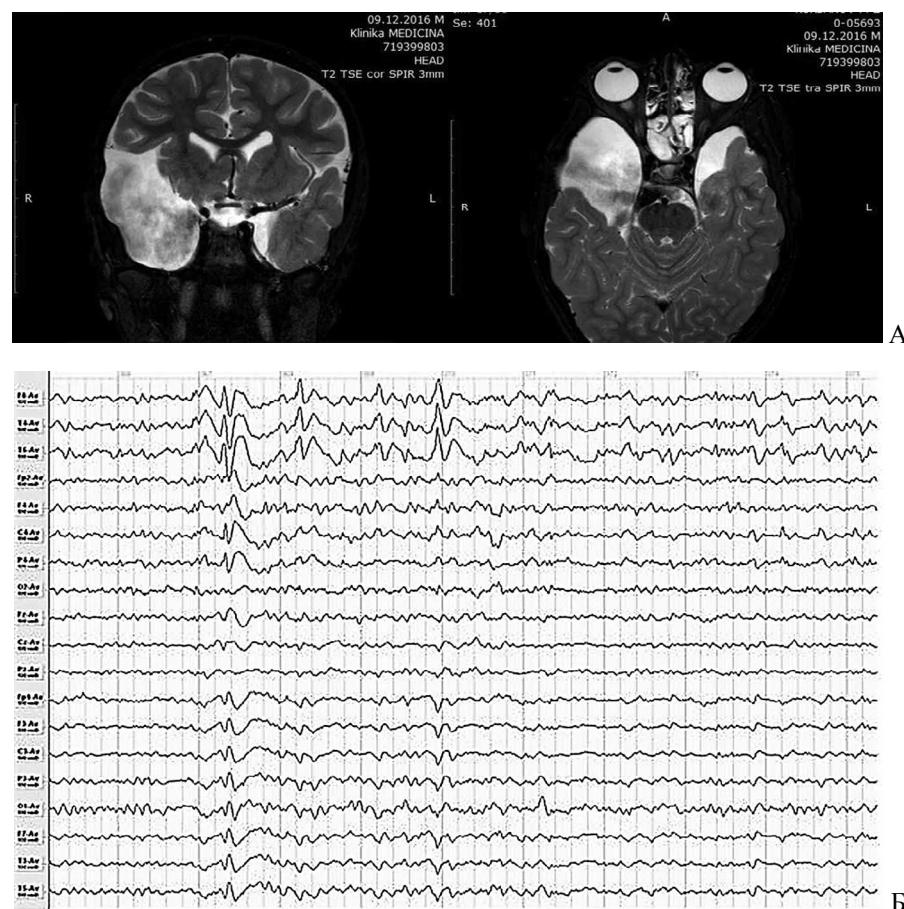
На МРТ головного мозга двусторонняя АК латеральной щели головного мозга (А). Очаговая эпилептическая активность в височно-лобном отделе правого полушария (Б).
